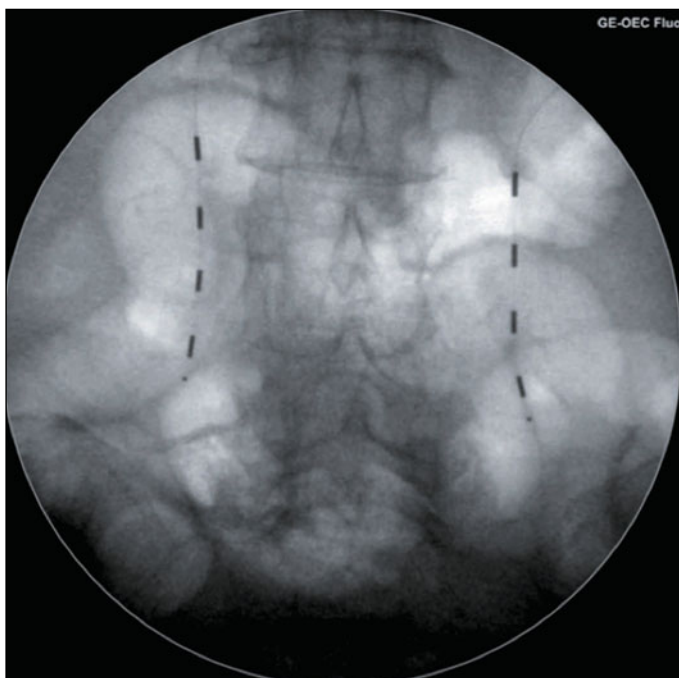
Aspect radiographique des électrodes sous-cutanées lombaires.
